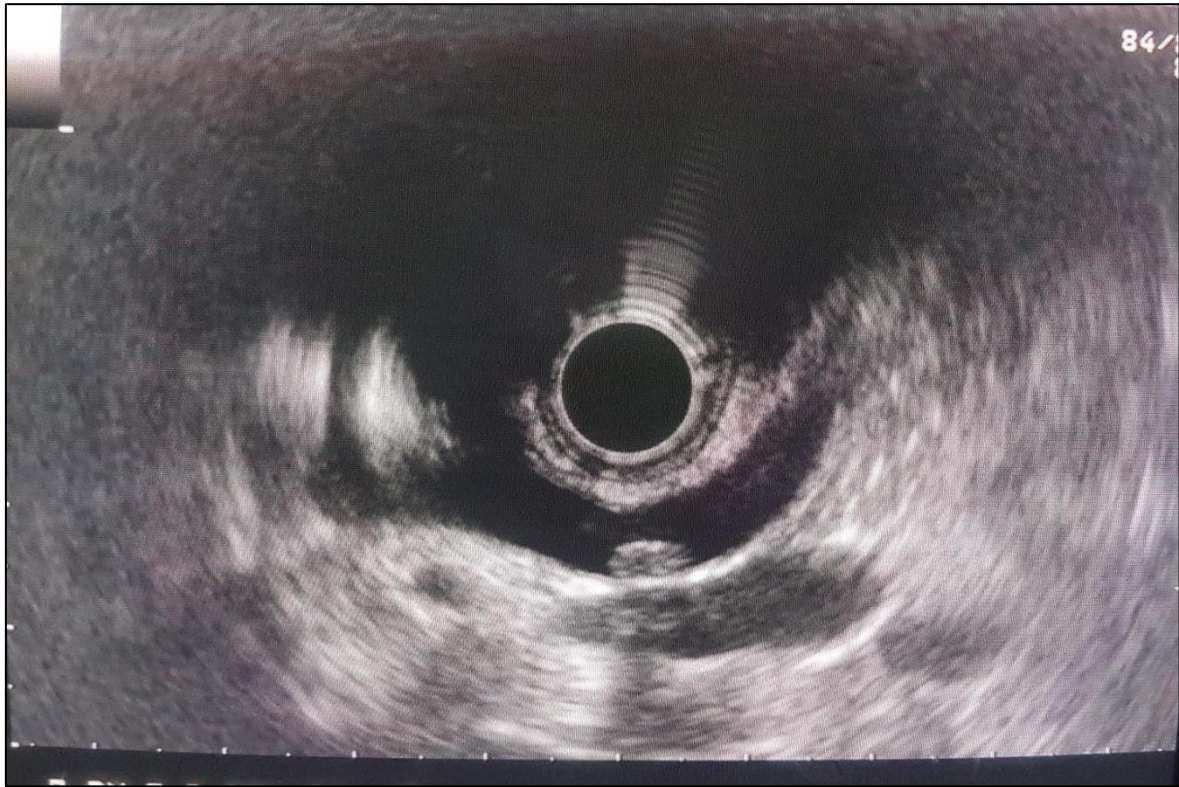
Image échographique d'une mini-lithiase de la VBP non vue à la Bili-IRM
